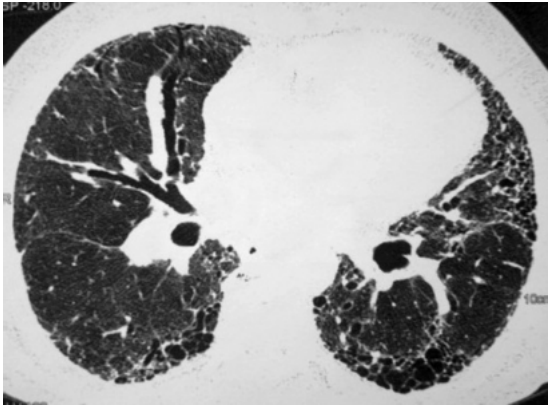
Fibrose pulmonar idiopática. Imagem axial de tomografia computadorizada do tórax em janela de pulmão, mostrando espessamento septal e áreas de faveolamento em paciente com fibrose pulmonar idiopática.
